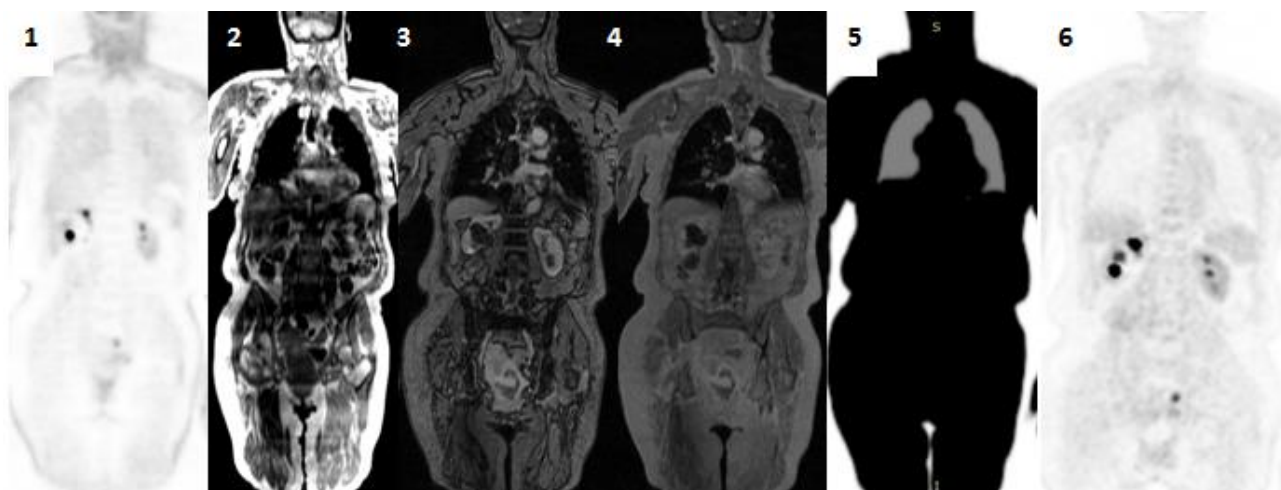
Коррекция поглощения на основе данных МРТ. 1) ПЭТ всего тела без коррекции поглощения – гиперфиксация РФП в коже, легких. 2, 3, 4) МР-последовательность Dixon 3D для всего тела предназначена для сегментации мягких тканей. 5) После сегментации мягких тканей из карты коррекции поглощения исключаются легкие. 6) ПЭТ всего тела после коррекции поглощения по данным МРТ. Клиническое наблюдение автора.
